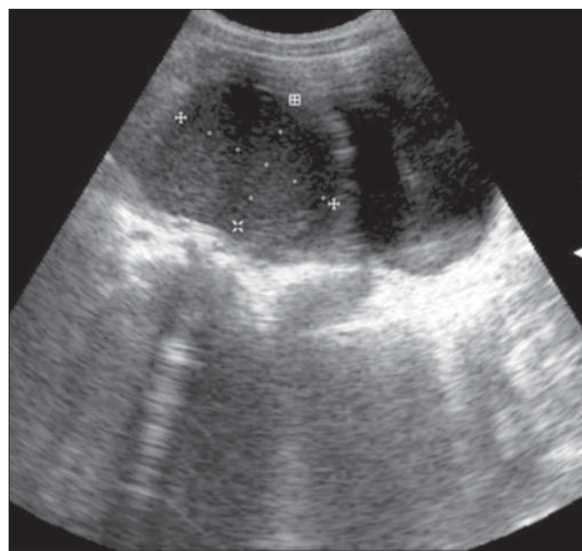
Chist mezenteric cu conținut ecogen. Ecografie. Imagine hipocogenă cu multiple ecouri punctiforme ecogene bine delimitată.
